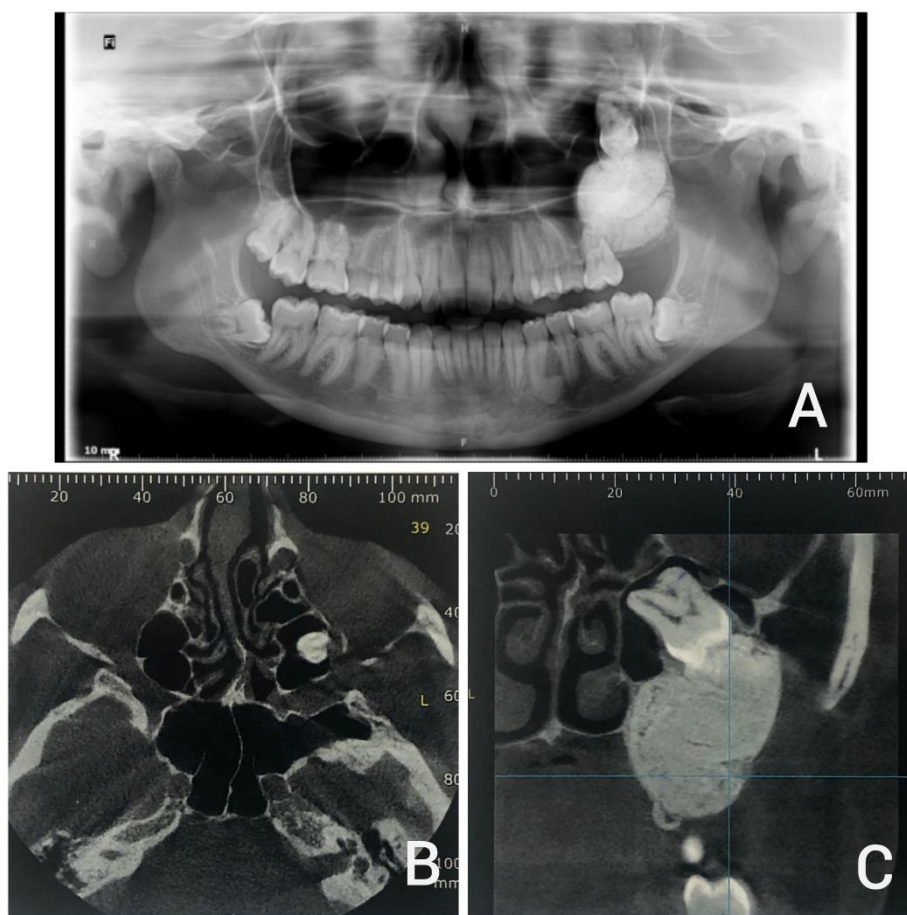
Radiografia panorâmica em A; corte axial da tomografia computadorizada em B e corte transversal da tomografia em C.
